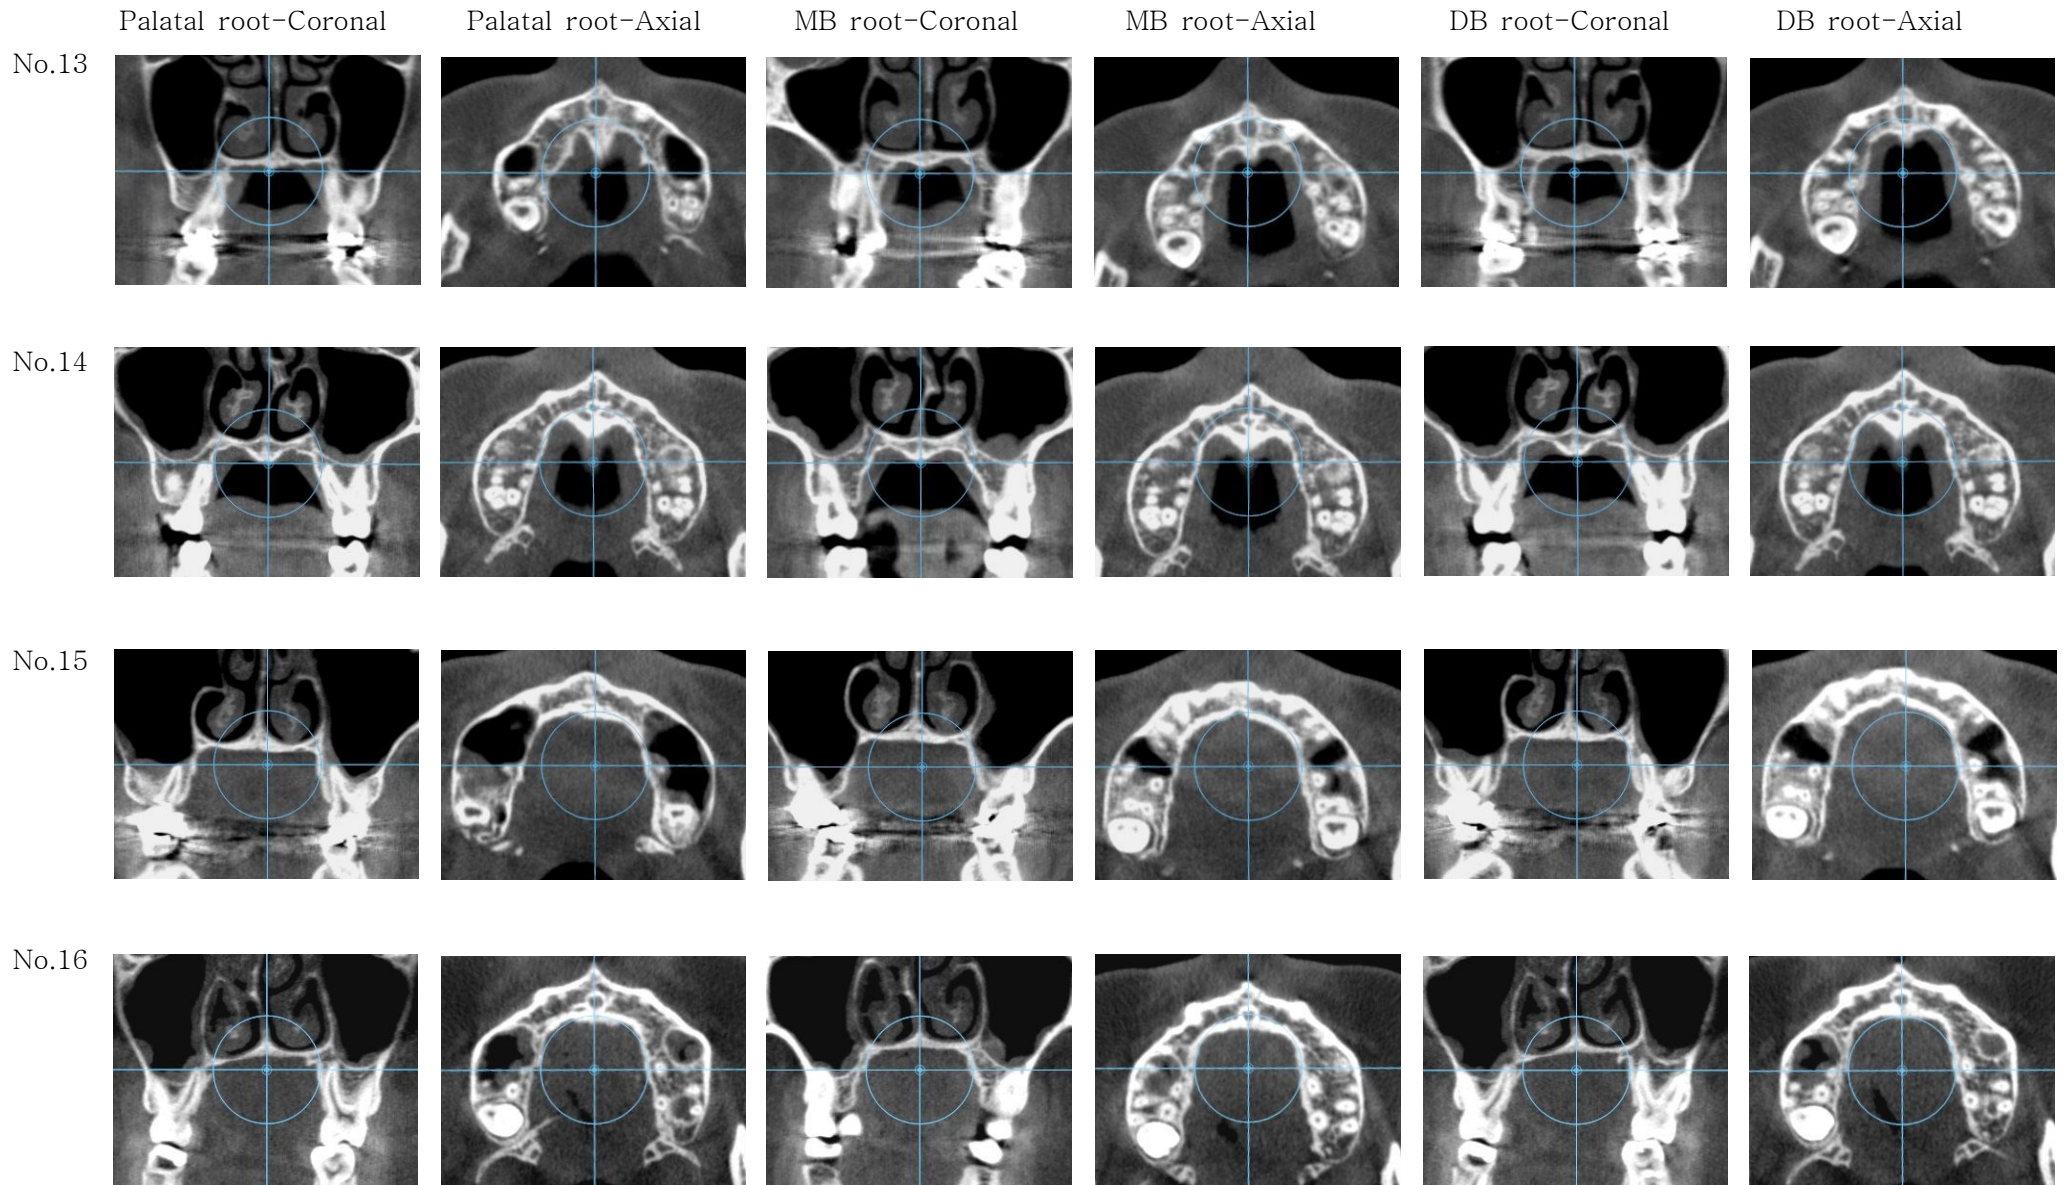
CBCT images of adjacent cortical bone, at the level of maxillary 1st molar root apex in Group B (mean age of 18Y.8M.).
